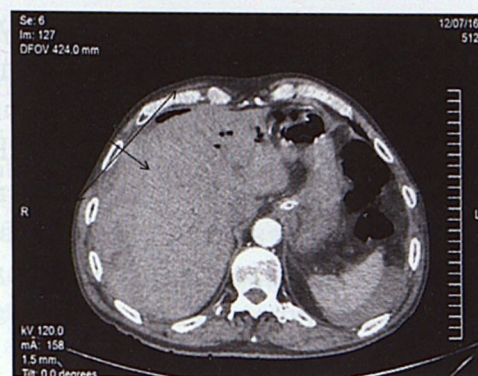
Б-ной Т., 76 лет. КТ органов брюшной полости. На диафрагмальной поверхности печени обширная подкапсульная гематома
